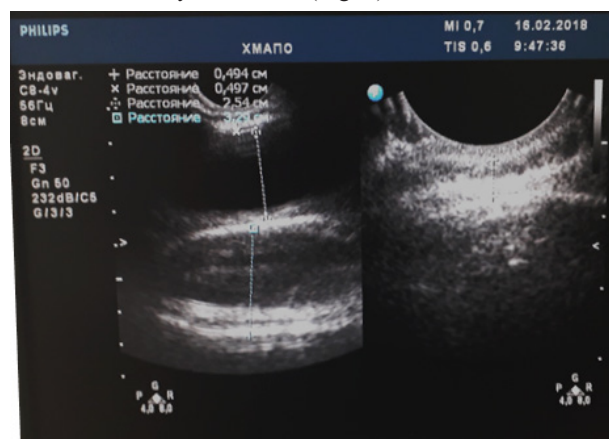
Indicators of the thickness of the skin-hypodermic flap over the balloon by ultrasound
